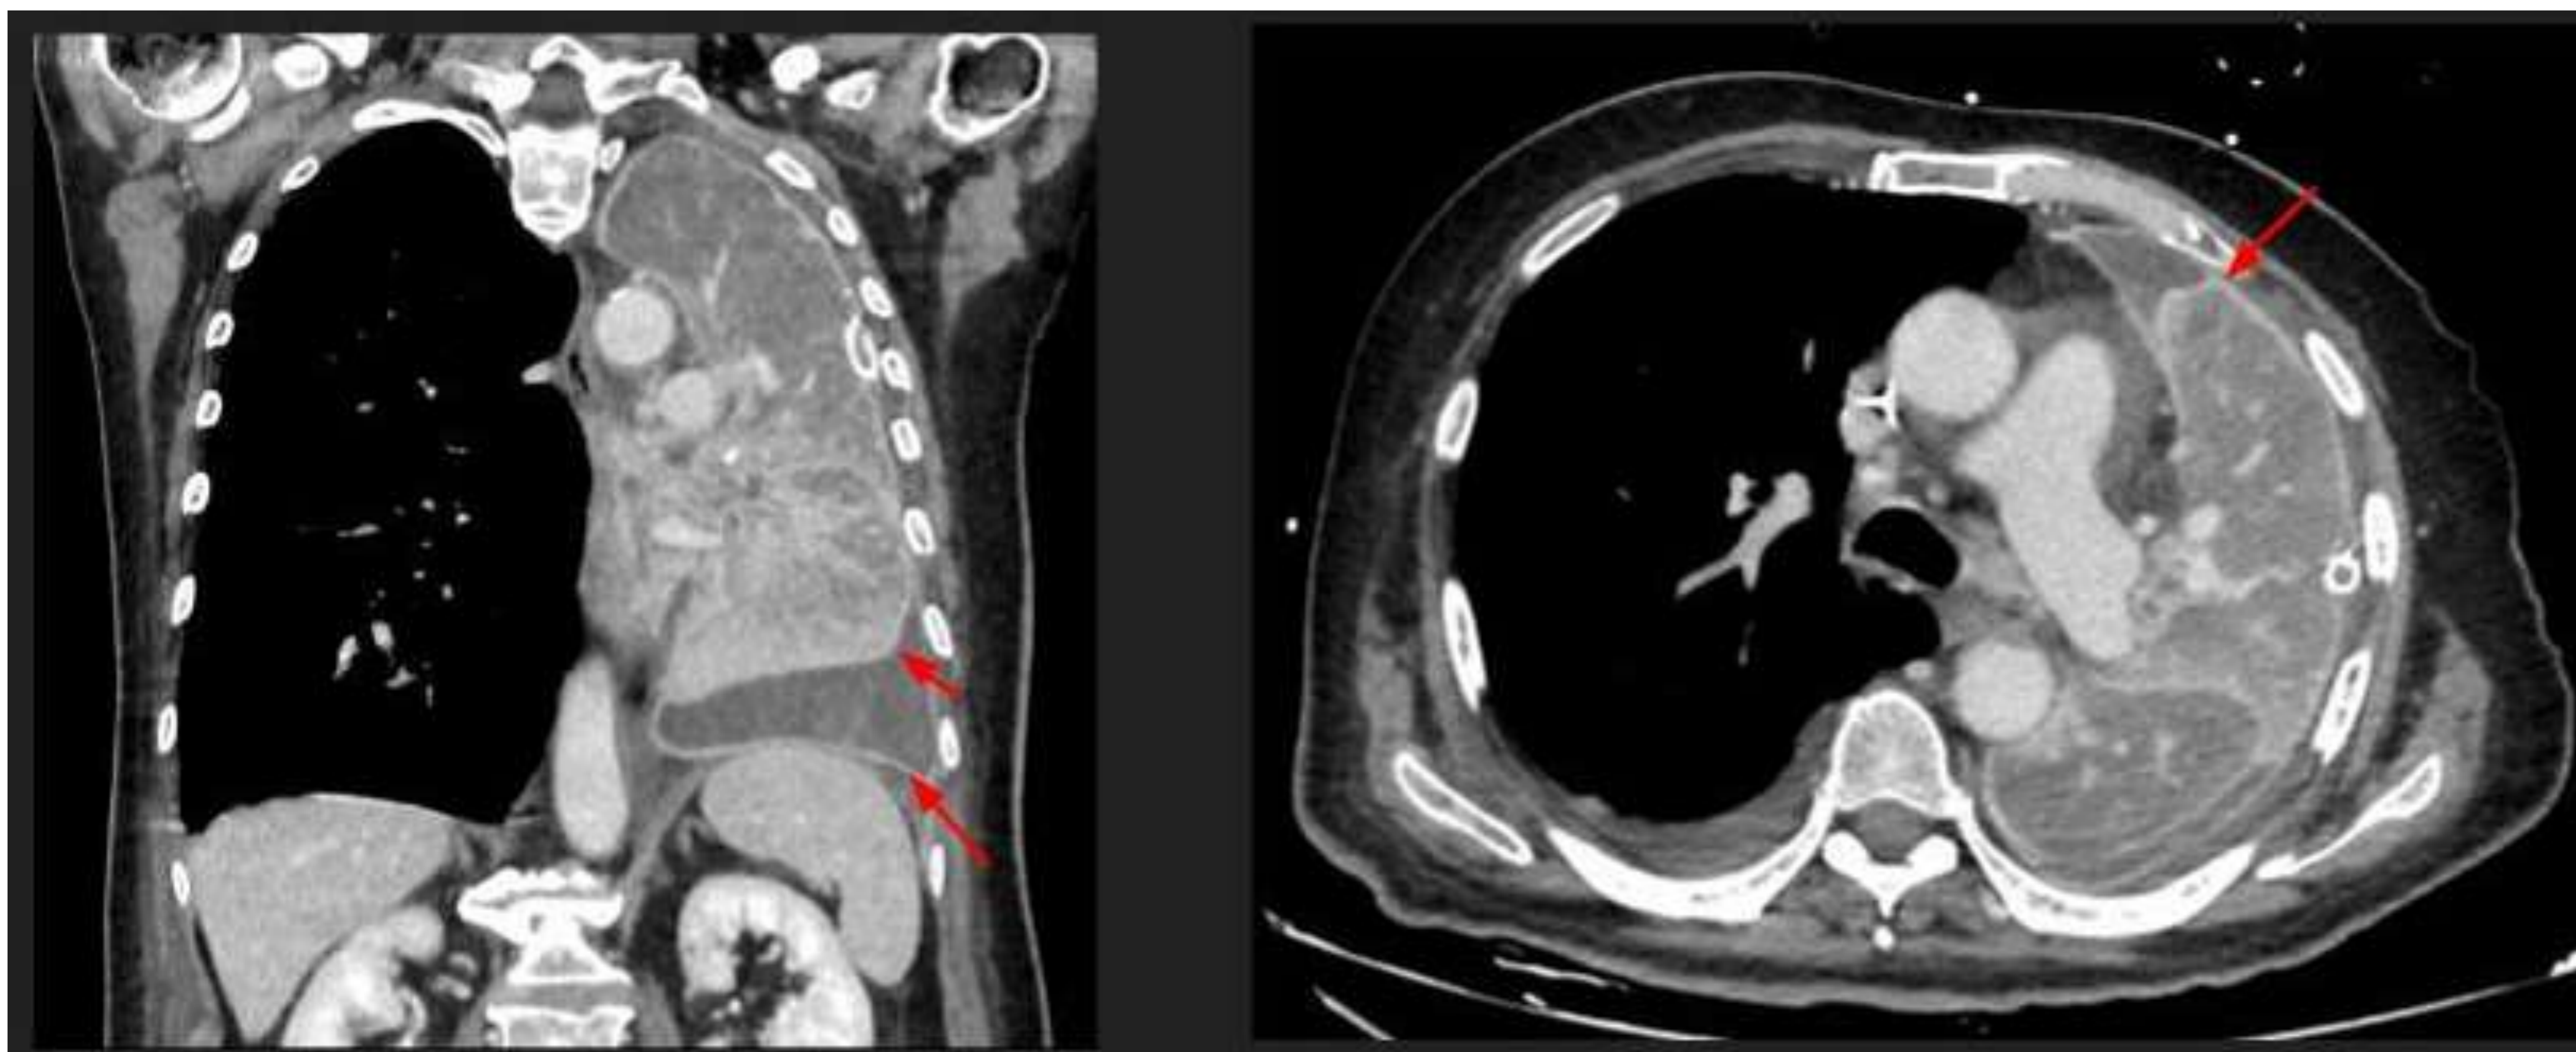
Las dos imágenes de TC muestran un engrosamiento liso con realce de las hojas pleurales, con contenido de densidad heterogénea consistente con un empiema (↗).
